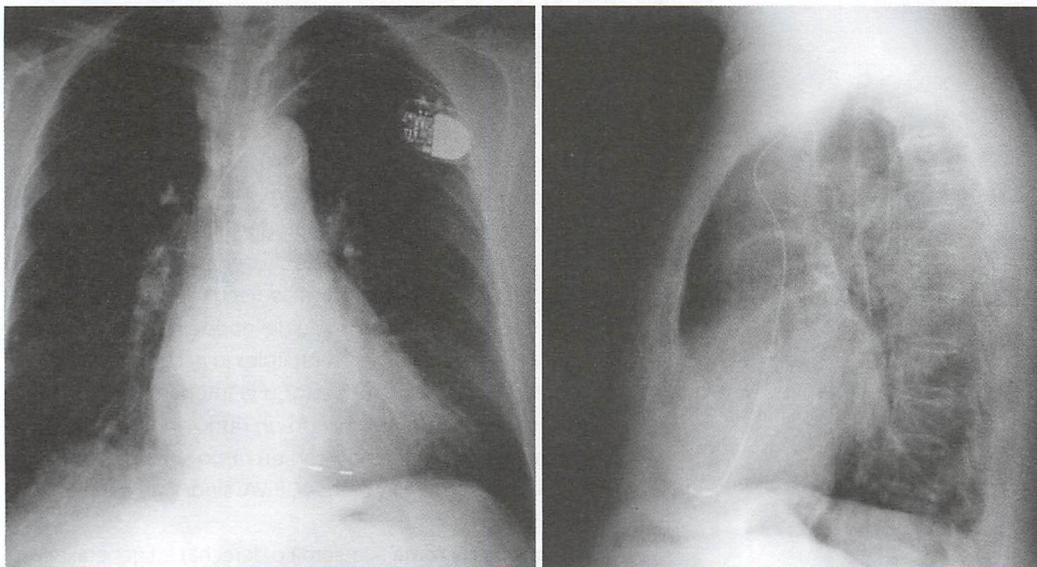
Radiografía posteroanterior y lateral de tórax de un paciente portador de marcapasos VVI con la sonda colocada en ápex de ventrículo derecho por vía subclavia izquierda, y el generador en posición subcutánea prepectoral izquierda
